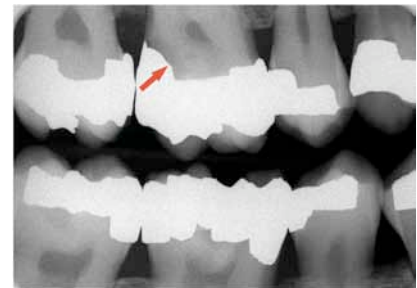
B. Radiografía de aleta mordible. Se aprecia claramente (flecha) caries recurrente profunda por debajo de la restauración.
